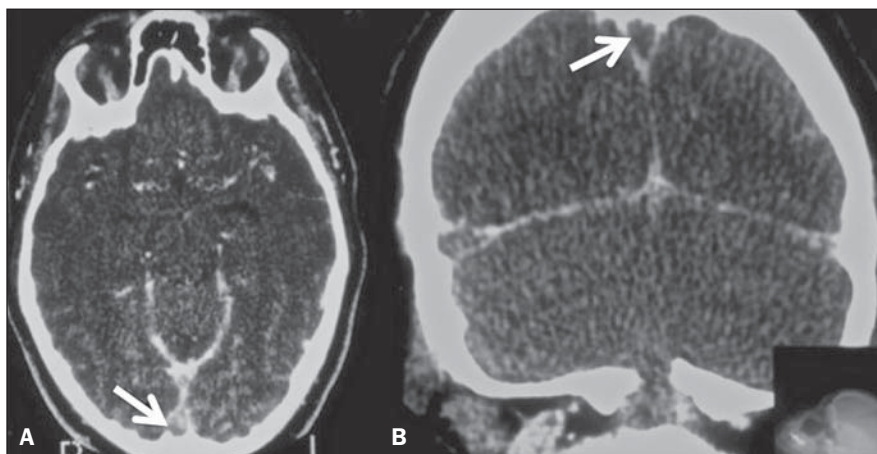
Imagens de TC após a administração de contraste iodado, nos planos axial (A) e coronal (B), de uma jovem de 24 anos em uso de contraceptivo oral e história de cefaleia há 10 dias. Observa-se no seio sagital superior realce triangular externo (dura-máter) delimitando uma área central que não sofre realce (setas). Tal achado representa o sinal do delta vazio, característico de trombose dos seios venosos durais.
